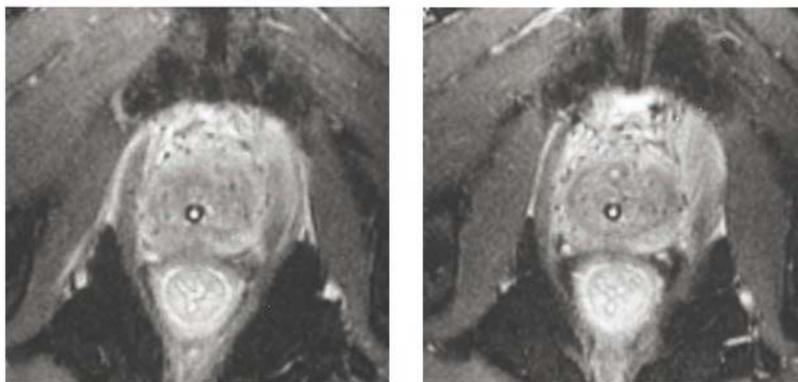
Aspecto post-implante utilizando imágenes de RMN. Con la utilización de la secuencia T2 "weighted" se pueden identificar las estructuras neurovasculares que corren paralelas a ambos lados de la próstata en su parte postero-lateral.
